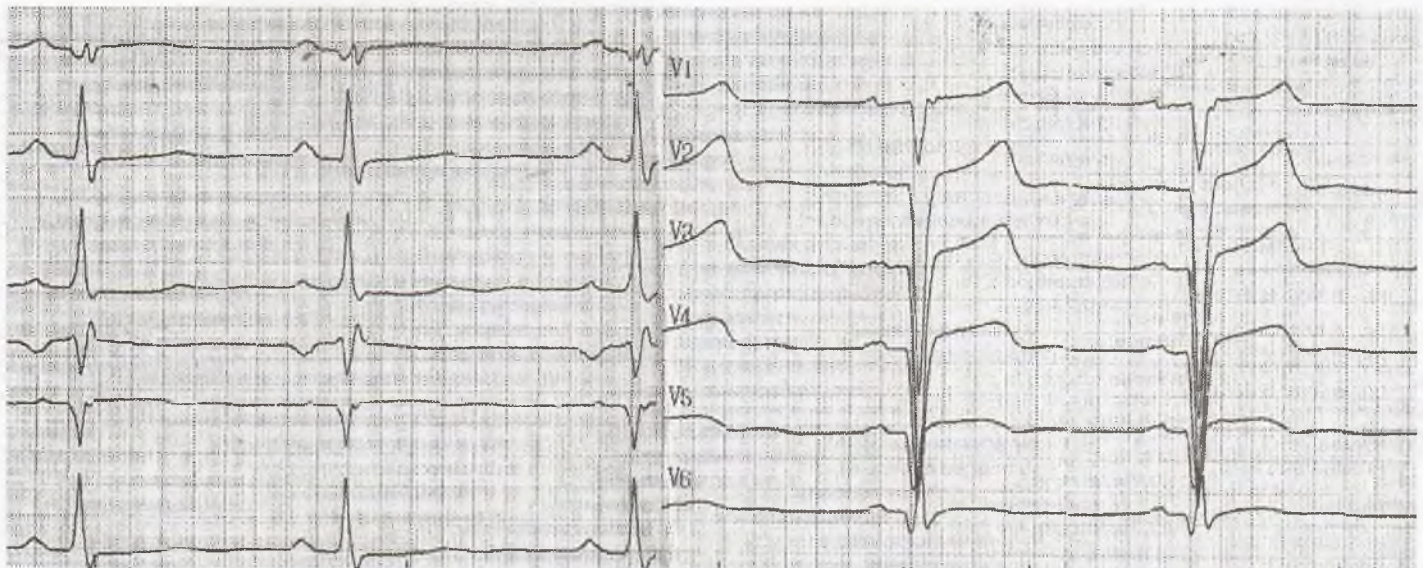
Электрокардиограмма пациента с хронической аневризмой передне-перегородочной области левого желудочка — трансмуральные изменения всей передней стенки левого желудочка, «монофазная кривая». Наличие аневризмы доказано при эхокардиографии, инфаркт миокарда исключен — тест на тропонин отрицательный
